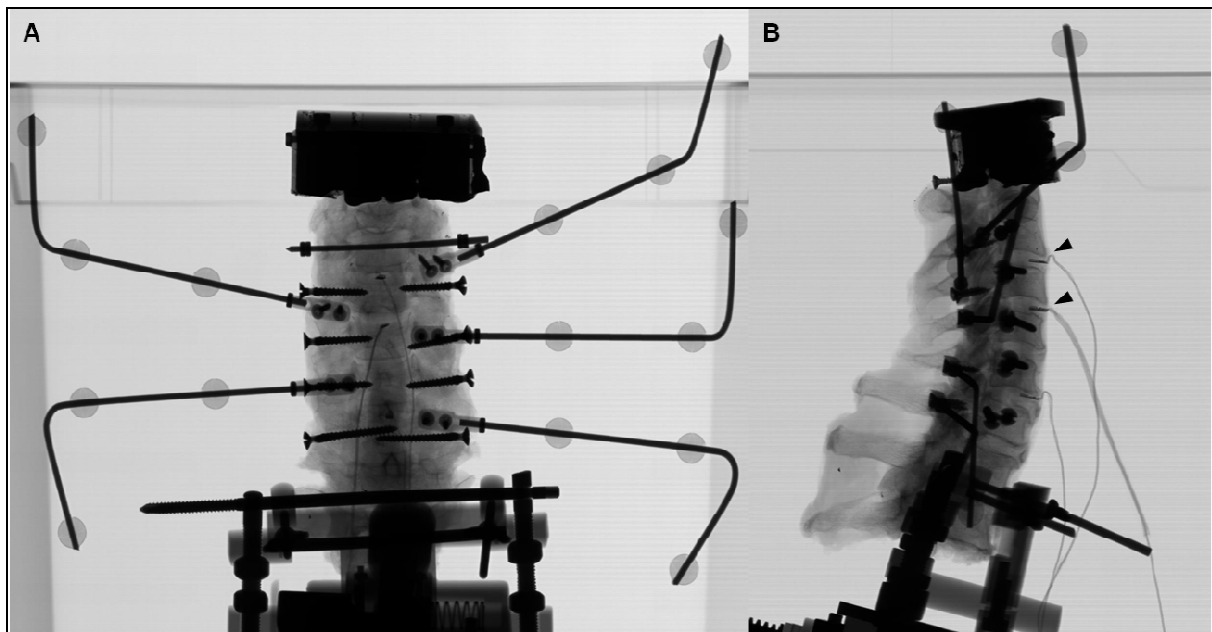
Radiographies de face (A) et de profil (B) réalisées après mise en place des marqueurs réfléchissants et des capteurs de pression intra-discale.
